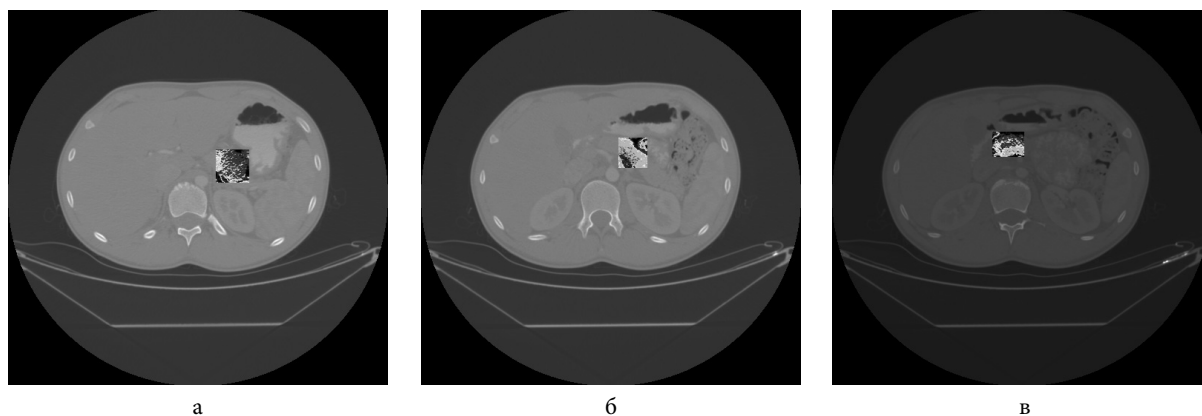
КТ зображення, візуалізація за локальним індексом автокореляції Морана ($M \pm SD$) в зоні можливого розташування новоутворення; (а) тіло ПЗ ($-0,42 \pm 0,02$) Од.; (б) головка ПЗ ($-0,43 \pm 0,02$) Од.; (в) новоутворення ($-0,45 \pm 0,02$) Од.
